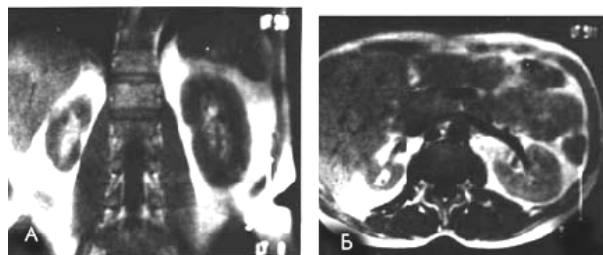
МР-томограммы при гипоплазии правой почки и сопутствующего хронического пиелонефрита А – фронтальная, Б – аксиальная плоскости
